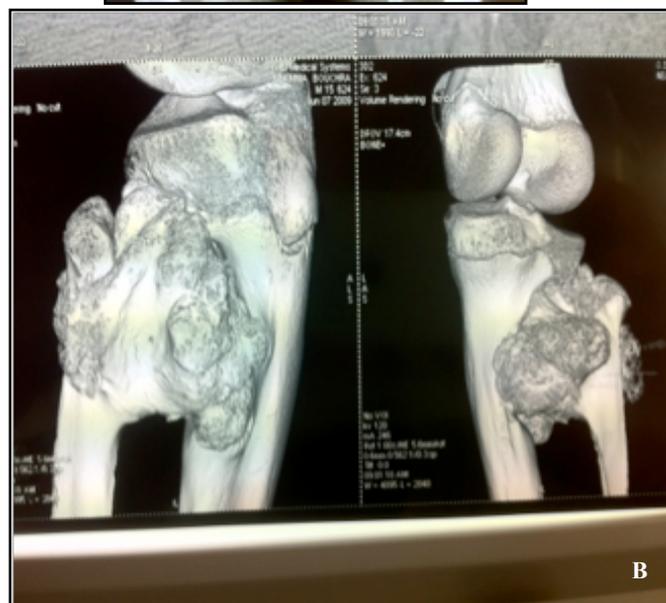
Genu valgum et raccourcissement du membre sur maladie exostosante, A : Radiographie du genou, B : TDM du genou.
